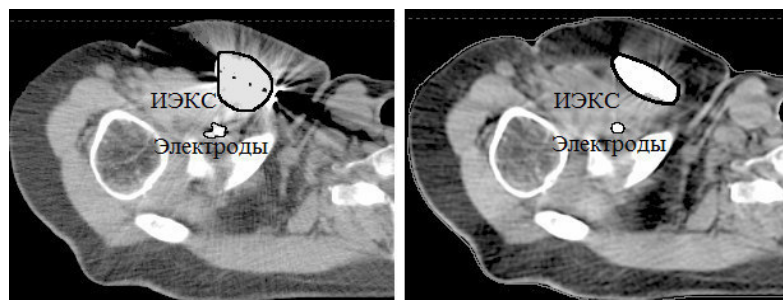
КТ-снимок до (слева) и после (справа) применения MDT метода
